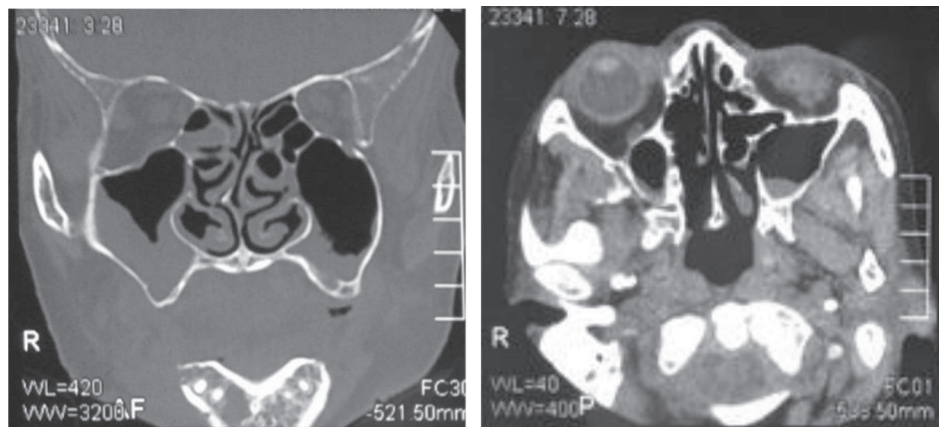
КТ околоносовых пазух у больной хроническим лимфолейкозом
